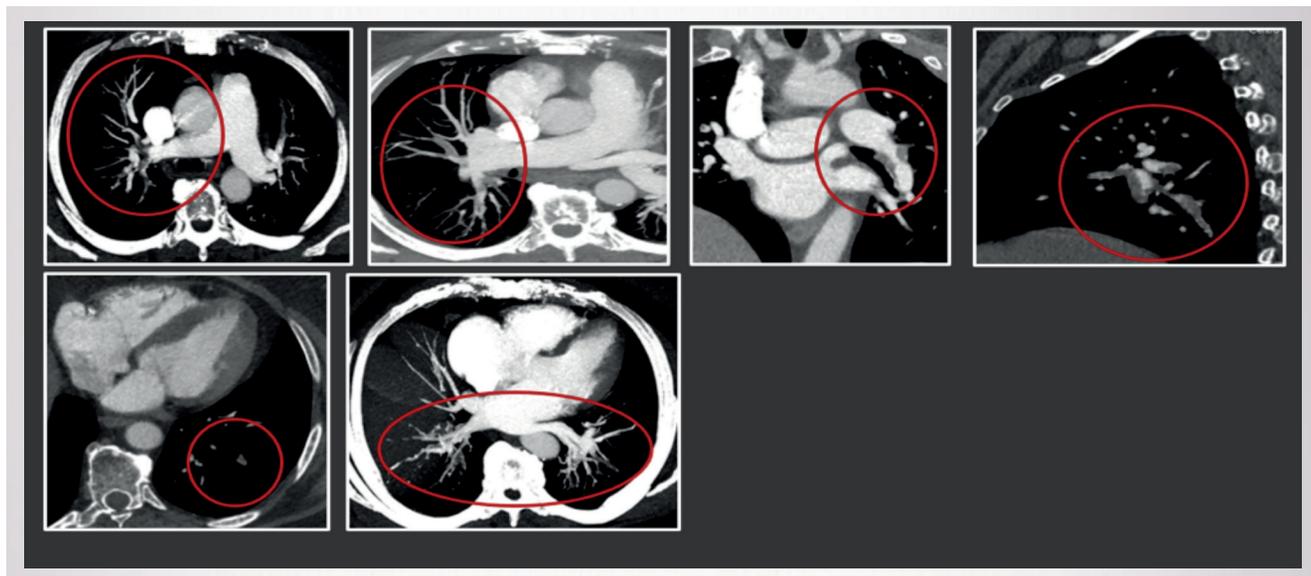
Angio-TC con mezzo di contrasto per lo studio del circolo arterioso.
